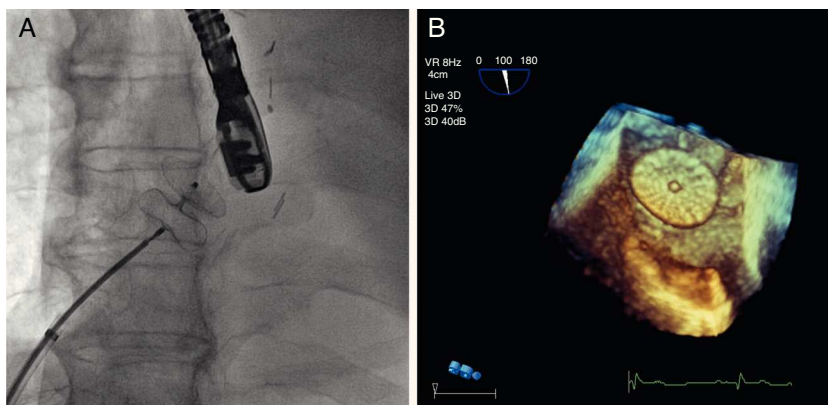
Imagen de escopia en sala de hemodinámica. Se visualiza dispositivo Amplatzer® cribiforme de 25 mm desplegado previo a su liberación a nivel del tabique interauricular (A). Imagen de ecocardiografía transesofágica en 3 dimensiones (3D). Observamos el dispositivo tras el cierre percutáneo del FOP (B).
